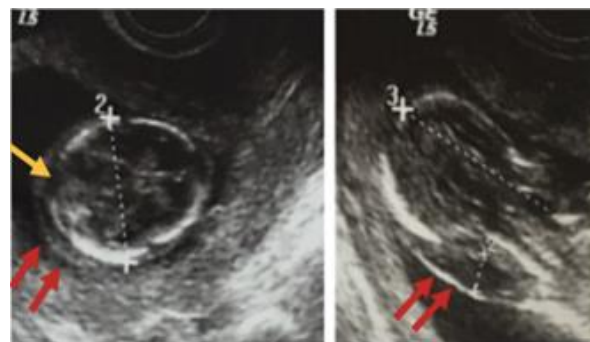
méningocèle crânio-cervicale chez un fœtus de 14 semaines à l'échographie ; enveloppe méningée remplie par le LCS (flèches rouges) en regard d'un défaut osseux (flèche jaune)
